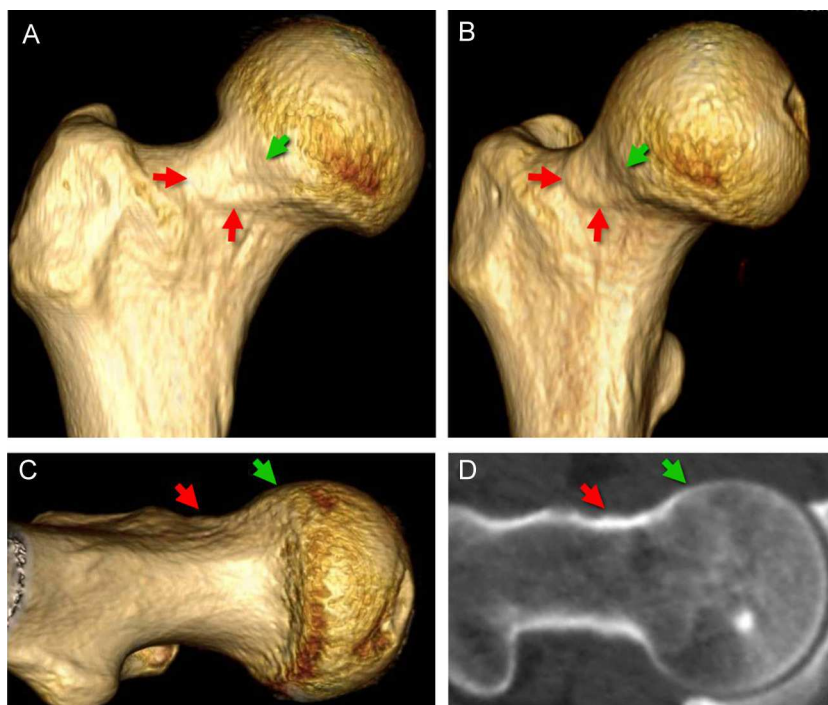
Placa reactiva. Varón de 40 años, asintomático. TC multidetector con reconstrucciones 3D. A) anteroposterior, B) anteroposterior oblicua y C) axial oblicua, y D) multiplanar axial oblicua. Área reactiva, levemente esclerosa y apenas apreciable. El límite externo de la placa (flecha roja) se halla alejado de la cicatriz fisaria (flecha verde). El lector puede ver esta figura en color en la versión electrónica del artículo.
